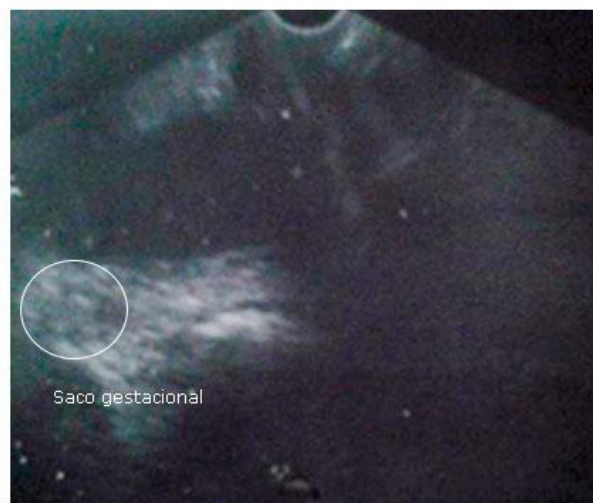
Imagen del ultrasonido ginecológico.
